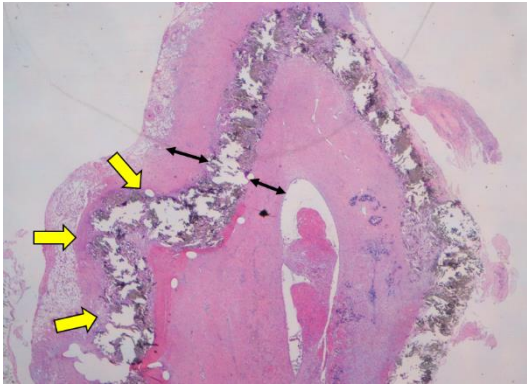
閉塞した PET 人工血管の HE 染色像
